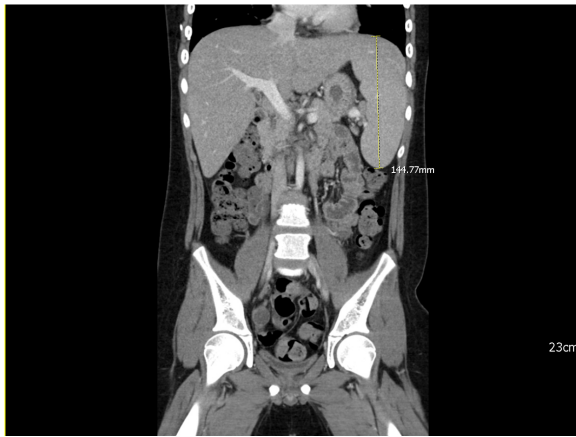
Abdominal CT with enhancement. The length of spleen (from the dome to the tip) measured was 14.5cm, showing splenomegaly.
